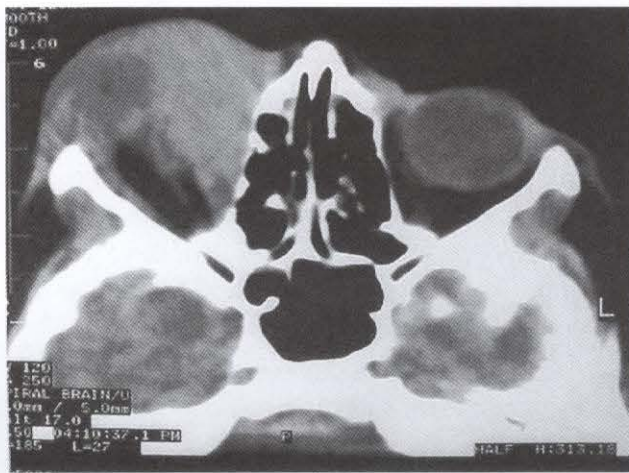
Tomografia computadorizada ao diagnóstico, evidenciando a lesão expansiva orbitária.
